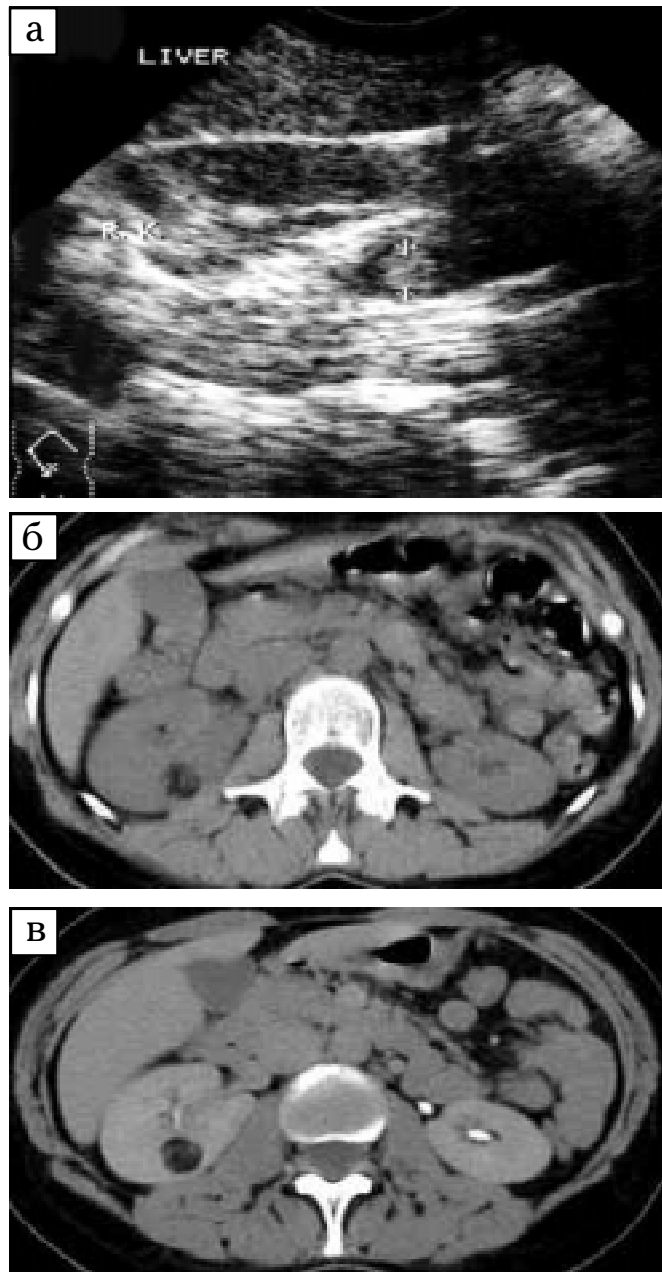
Хвора П., 45 р. Ангіоміоліптома правої нирки: а — УЗТ. У паренхімі середнього сегмента, типова АМЛІ, розмірами 18 × 20 мм; б — КТ без КП. Типова картина пухлини з вмістом жирової тканини (-10–25 Н); в — КТ з КП (нефрогенна та ескреторна фази): пухлина без КП з жирової тканини (-10–25 Н)
